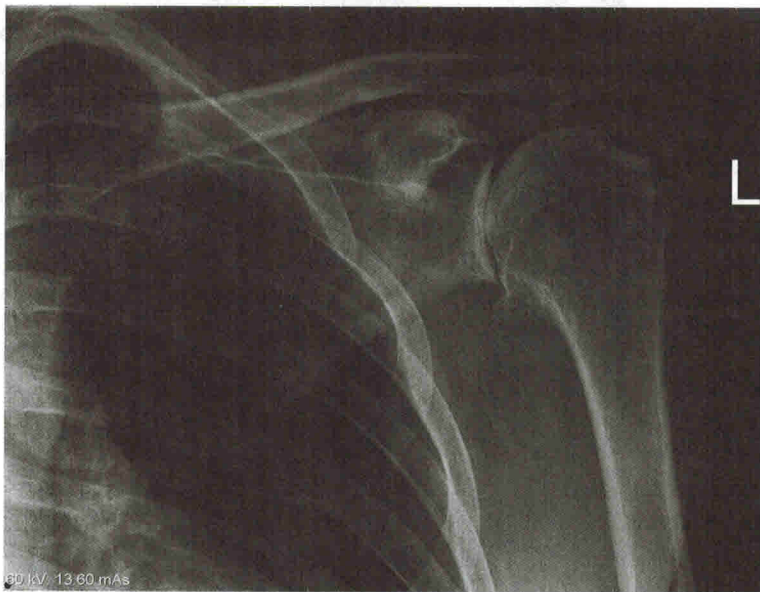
Переднезадняя рентгенограмма левого плеча, демонстрирующая остеоартроз с сужением суставной щели, субхондральный склероз и образование остеофита плечевой кости
